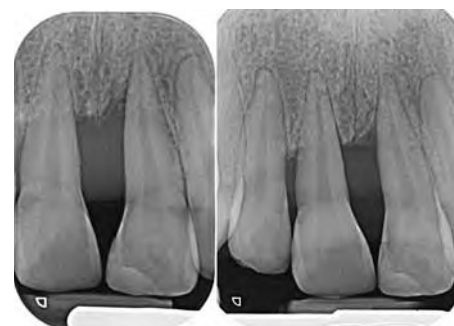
Röntgenstatus vom Zahn 21 vor der antiinfektiösen Therapie (li.) und 4 Monaten nach dem Abschluss der Therapie (re.)
